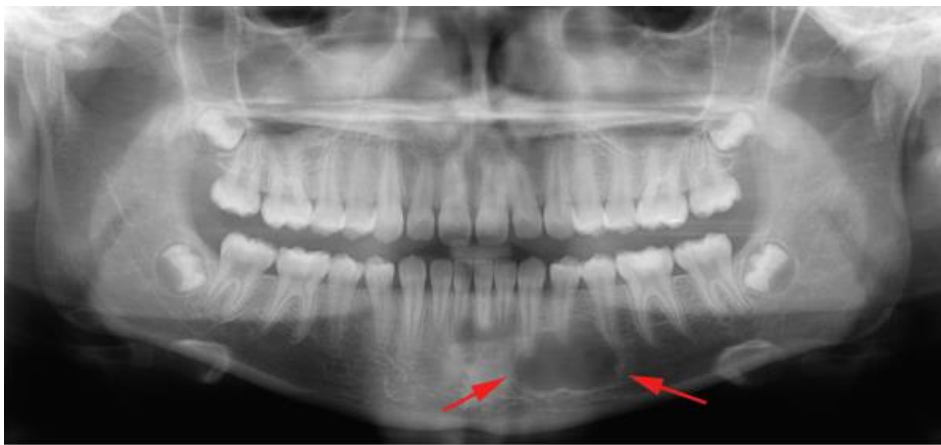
Radiografía panorámica donde se observa una imagen radiolúcida de forma redonda con límites definidos y corticalizados, localizadas a nivel apical del O.D. 33, 34 y 35 (Quiste óseo traumático).⁴⁹
